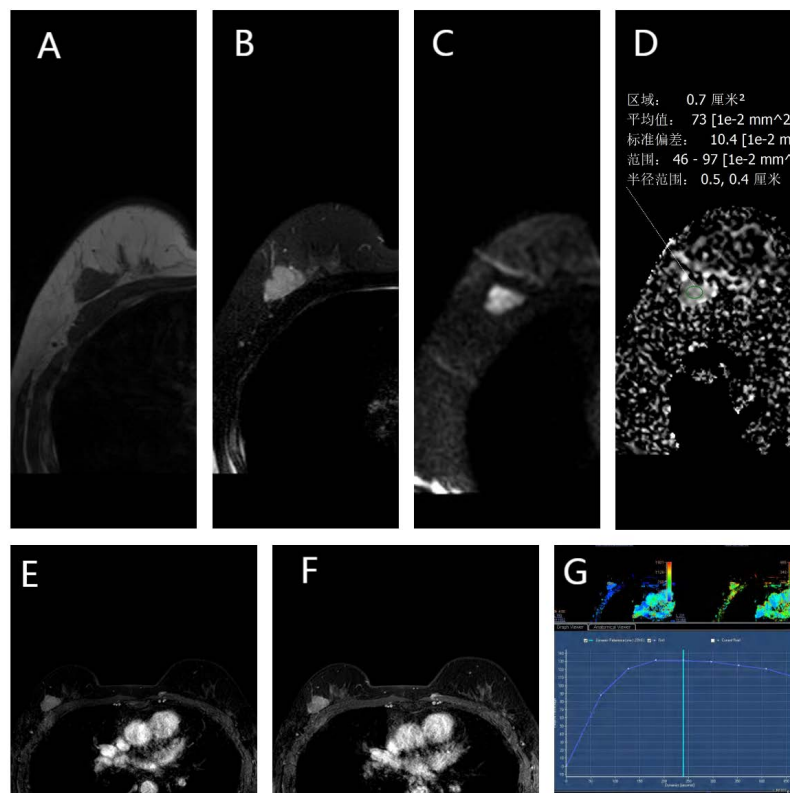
MRI findings of a patient with diffuse large B-cell lymphoma
